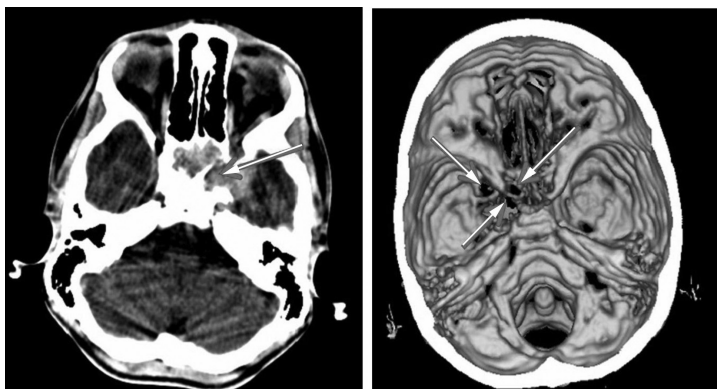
Хворий Б., 12 р. КТ і МРТ ангіофіброми сфеноетмоїдального типу.
